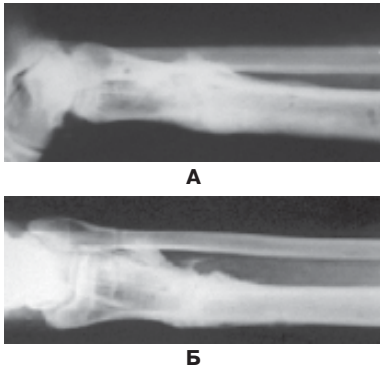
А, Б – рентгенограммы пациента Б через 4 месяца после инъекции материала «ЛитАр» в область ложного сустава.
